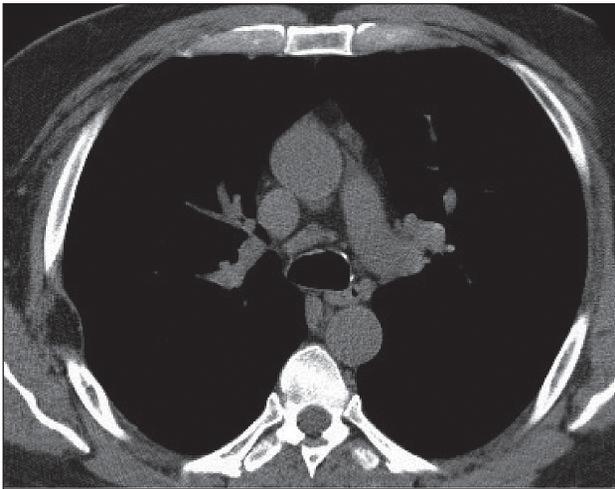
КТ органов грудной клетки. Сократились размеры лимфатических узлов средостения
